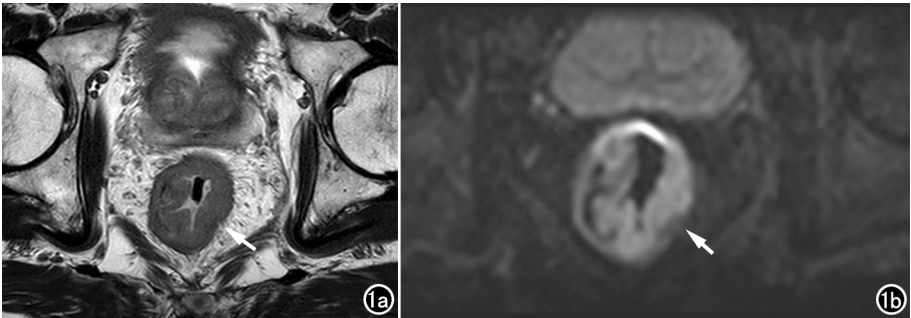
男,73 岁,pT3 期直肠下段 Ca。a) 高分辨率斜轴位 T₂WI 序列示病变处直肠固有肌层尚连续(箭),mrT 分期为 T2 期,诊断信心 2 分;b) rFOV IRIS-DWI 序列示直肠固有肌层连续性中断(箭),rFOV IRIS-DWI 联合 T₂WI 序列的 mrT 分期为 T3 期,诊断信心 3 分。
